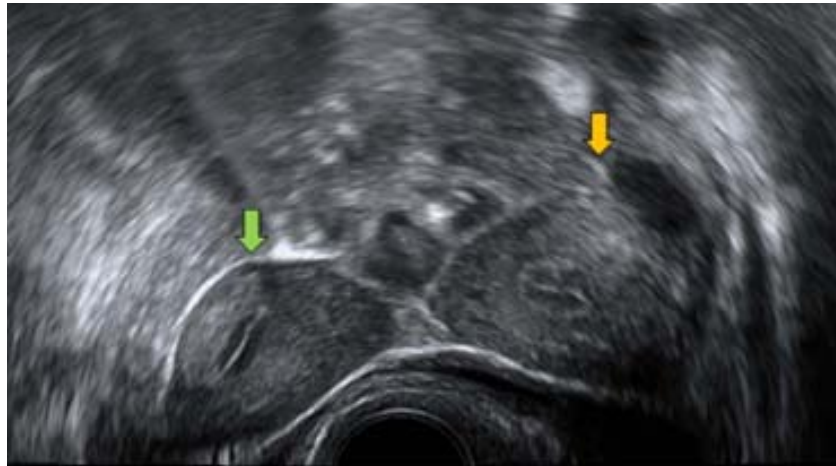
Corte longitudinal del hemiútero derecho de la figura 35. Obsérvese que las dimensiones son menores que las del hemiútero izquierdo. Se visualiza la presencia de endometrio. La ecografía 3D clasificó esta malformación como útero unicorne izquierdo con rudimentario derecho con cavidad no comunicante.
